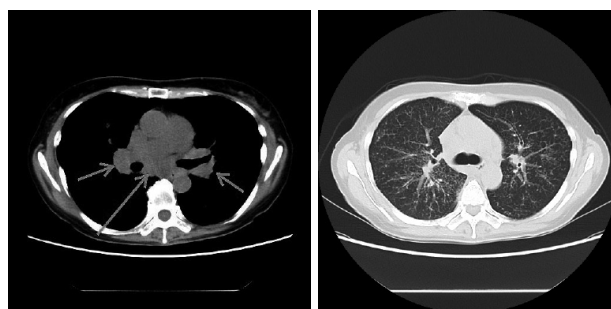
胸部単純computed tomography: 両側肺野に粒状影・気管支壁肥厚・両側肺門縦隔リンパ節腫大あり
